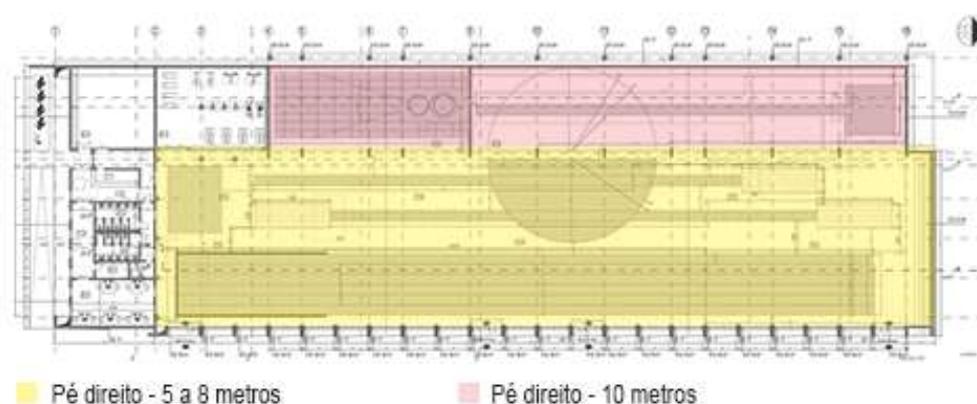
Instalações internas do CT de atletismo (indoor)
